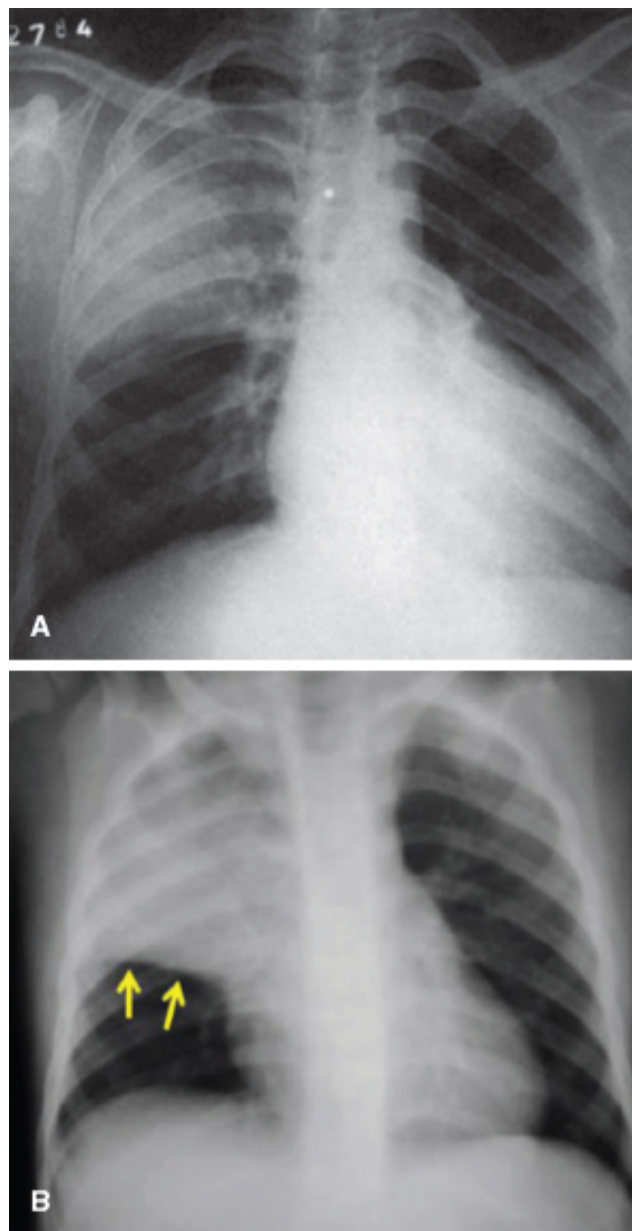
Pneumonia bacteriana. A. Pneumonia pneumocócica (condensação parcial do lobo superior direito respeitando a pequena cissura). B. Radiografia do tórax na incidência PA, evidenciando consolidação no lobo superior direito delimitada pela cissura horizontal (*setas*).
